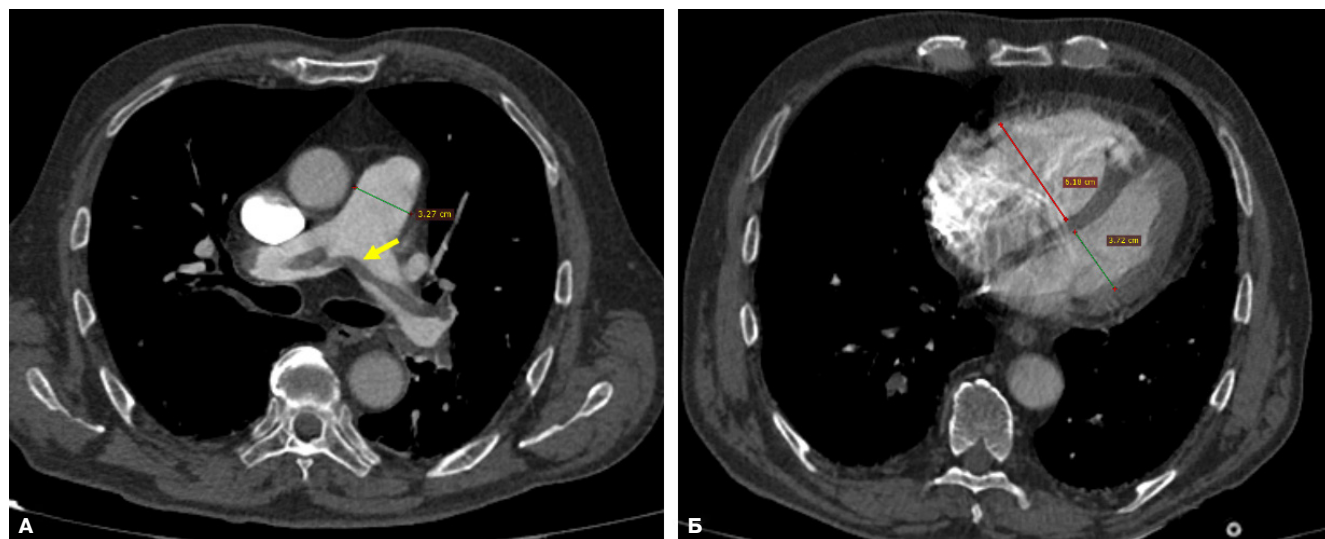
Пациент 2. КТ-АПГ, MPR-реконструкции в аксиальной плоскости.
